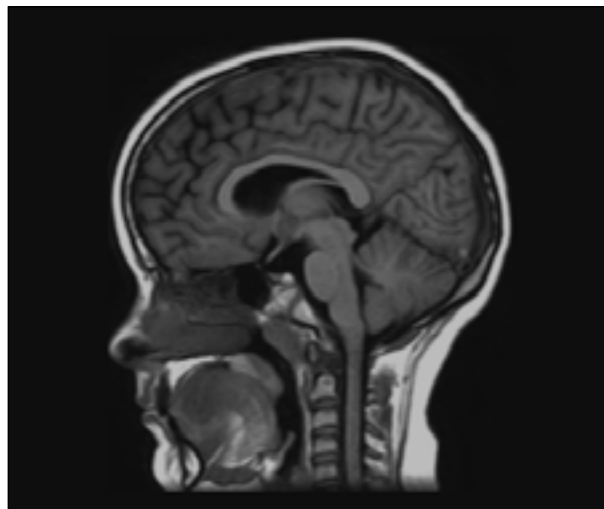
Resonancia magnética craneal mostrando la existencia de hipoplasia hipofisaria. La misma imagen está presente en las tres hermanas con deficiencia aislada de hormona de crecimiento.
